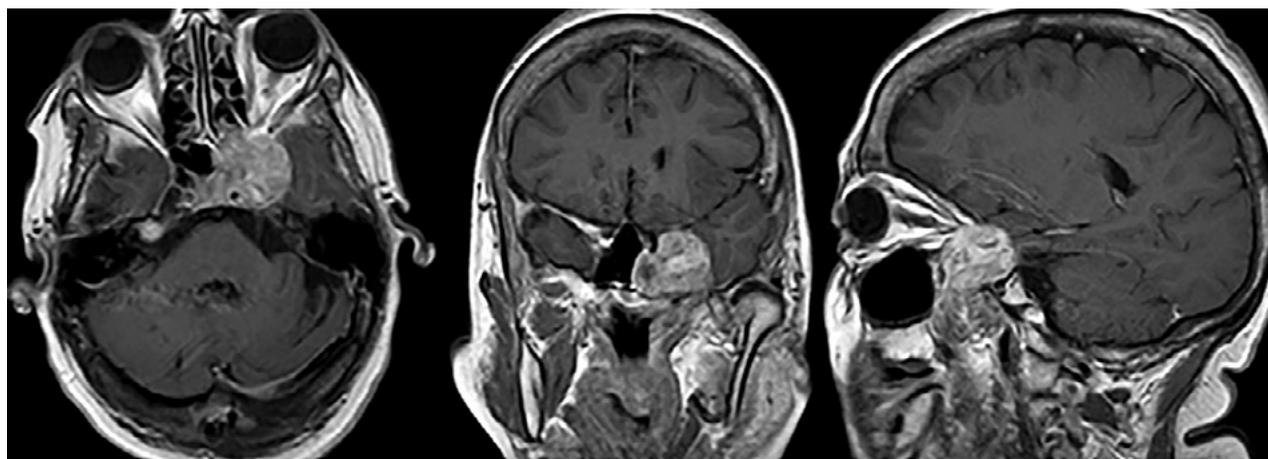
Resonancia Magnética de encéfalo con contraste endovenosos axial, coronal y sagital prequirúrgica, en la que se evidencia una lesión en seno cavernoso izquierdo lobulada y sin cola dural, que genera proptosis ocular izquierda.
